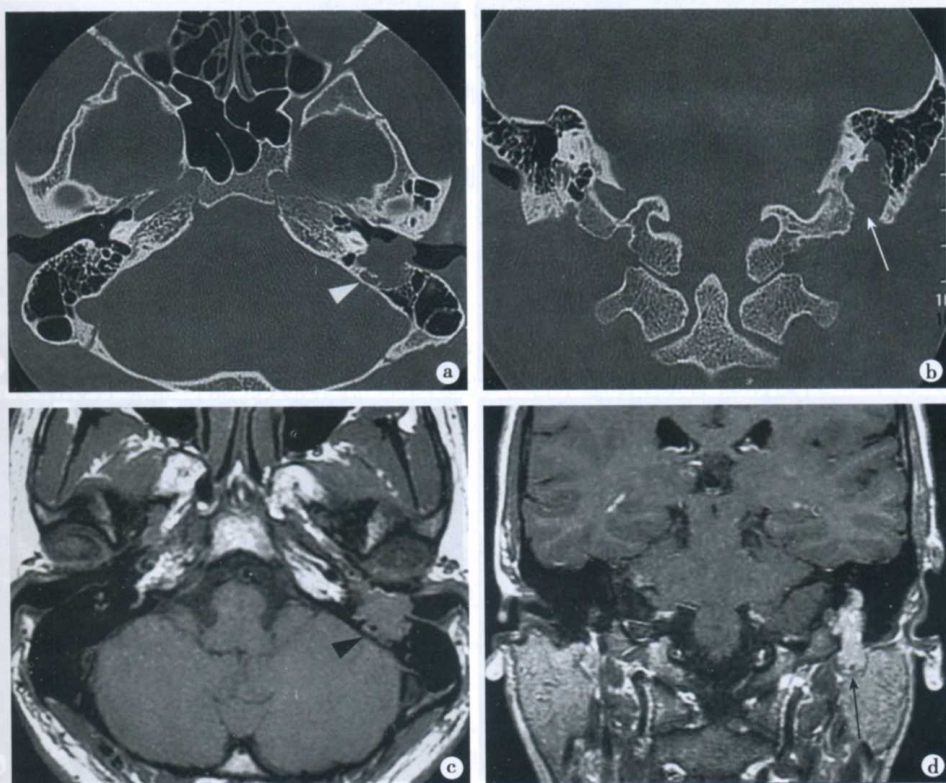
左侧面神经瘤 CT 和 MRI 表现
